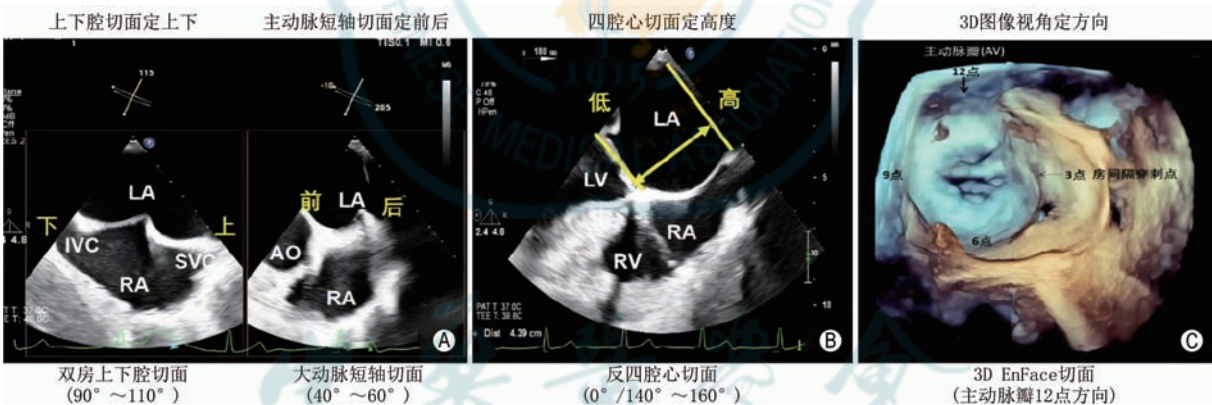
房间隔穿刺 TEE 引导切面 A: TEE X-plane 双平面引导房间隔穿刺, 双房上下腔切面确定穿刺点上、下方向的位置(左图), 大动脉短轴切面确定穿刺点前、后位置(右图); B: TEE 食管中段反四腔心切面测量房间隔穿刺点距离瓣环的垂直距离: 中央区病变 3.5~4.5 cm, 内侧病变及 DMR 穿刺点较高(4.0~4.5 cm), 外侧病变或 FMR 穿刺点偏低(3.5~4.0 cm); C: 3D EnFace 切面(主动脉瓣位于 12 点方向)穿刺点位于 3 点方向(AO: 主动脉; LA: 左心房; RA: 右心房; LV: 左心室; RV: 右心室; SVC: 上腔静脉; IVC: 下腔静脉; TEE: 经食管超声心动图; 3D EnFace: 三维成像外科视野)
